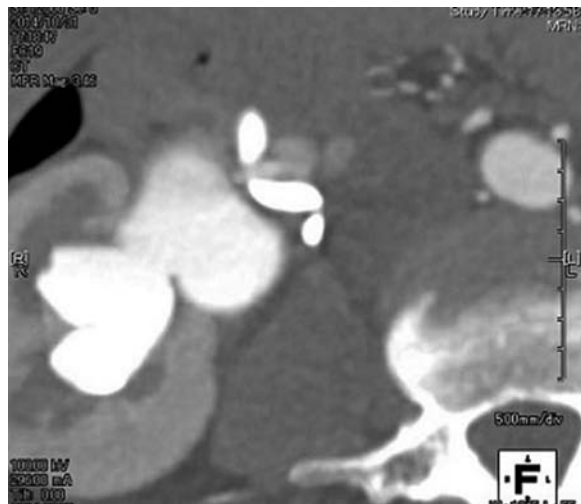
Enhanced CT suggested the existence of UPJO with a lower pole-crossing vessel.
